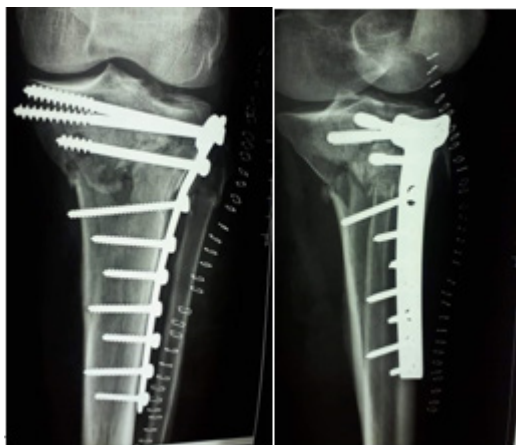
Radiographie postopératoire face et profil genou gauche Face et Profil
